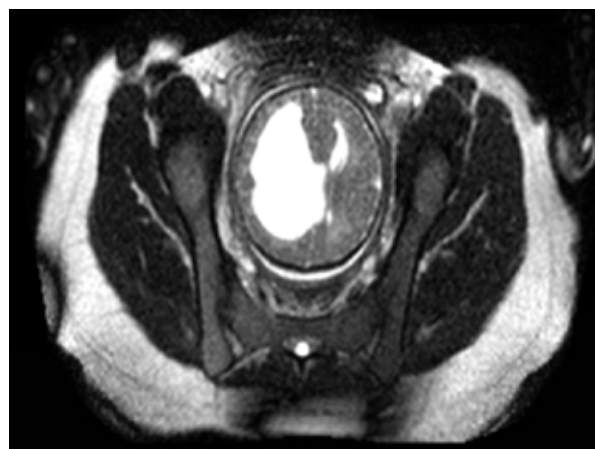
Порэнцефалическая киста (МРТ)
